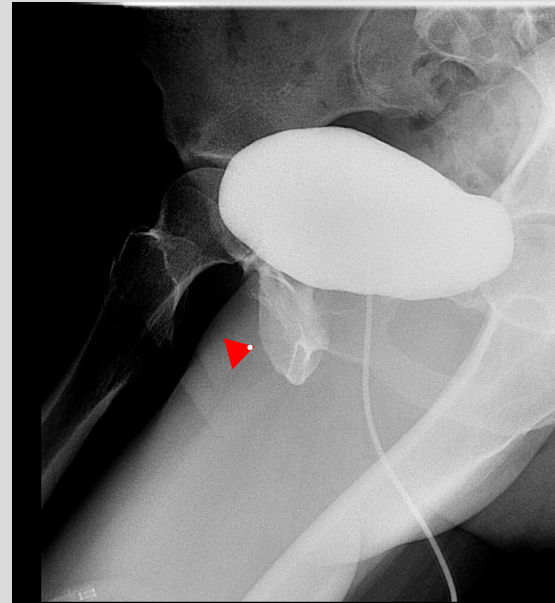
Radiografía del lado derecho
